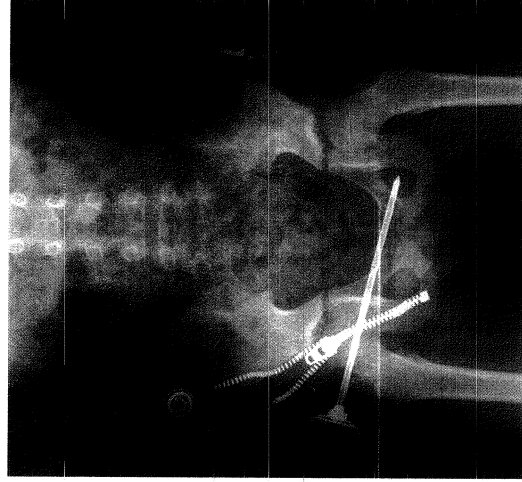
Penetrating trauma with impaled foreign body. Plain x-ray revealed trajectory concerning for peritoneal penetration and pelvic organ injury.
